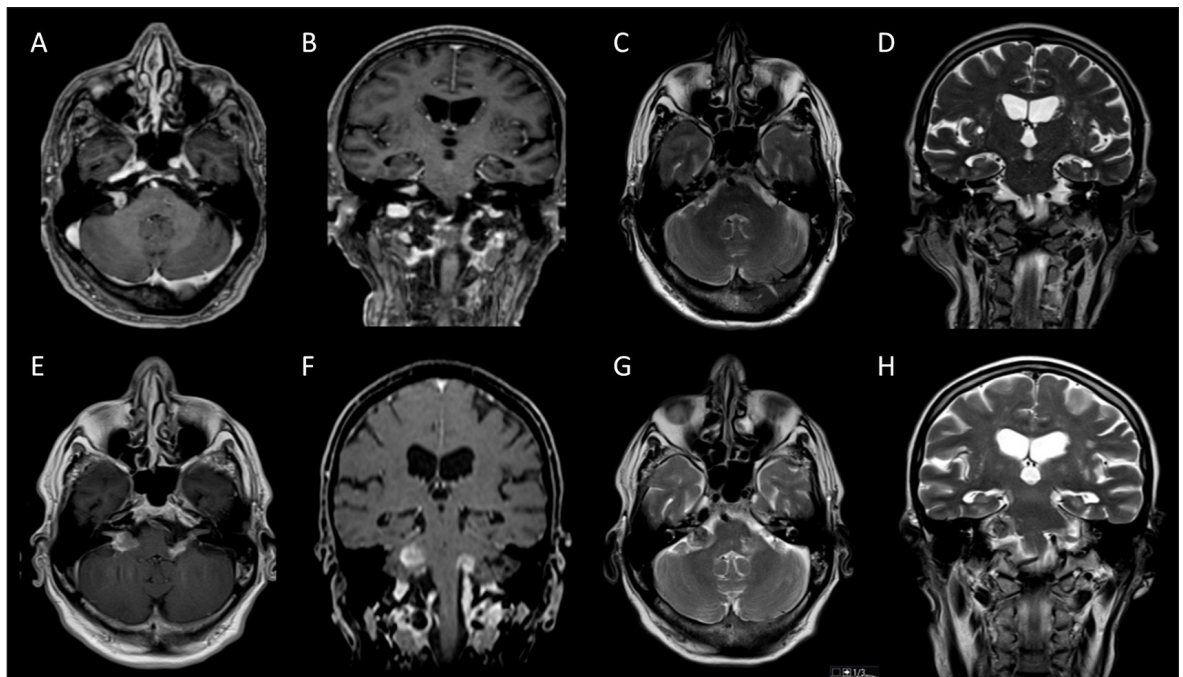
Ressonâncias magnéticas realizadas à apresentação e na reavaliação do doente.
